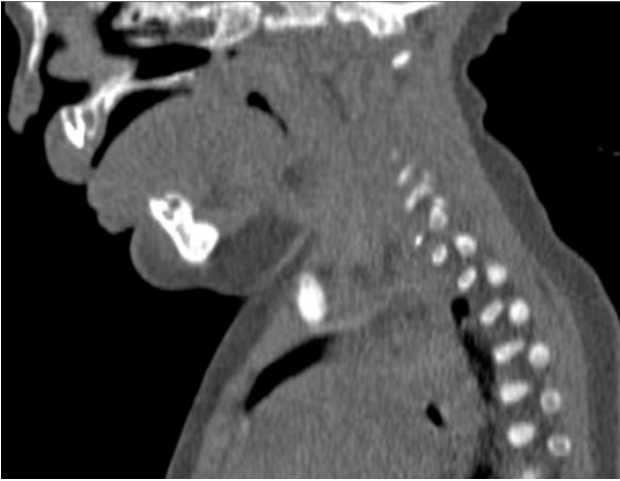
МРТ-зображення дитини з дермоїдною кістою бокової поверхні шиї зліва. Визначається порожнинний анехогенний утвір із чіткими межами
